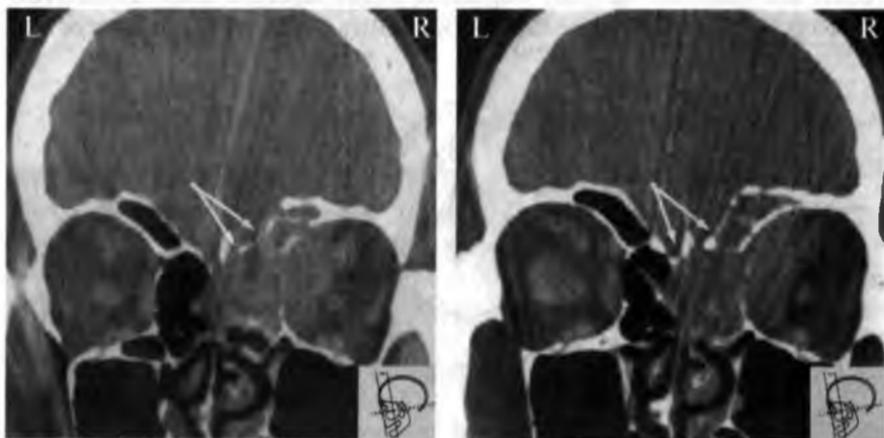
Деструкция верхних стенок орбиты, лобной пазухи, горизонтальной пластины решетчатой кости новообразованием (КТ, коронарная проекция)
